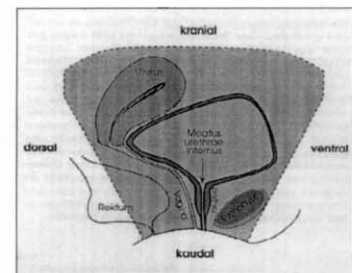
Darstellung der Blase und der urethrovesikalen Funktionseinheit im Rahmen der sonographischen Urethrozystographie. Ventrale Strukturen rechte, dorsale linke Seite, kraniale oben, kaudale unten. Relevante Strukturen: Blase, Urethra, Uterus, Symphyse.
